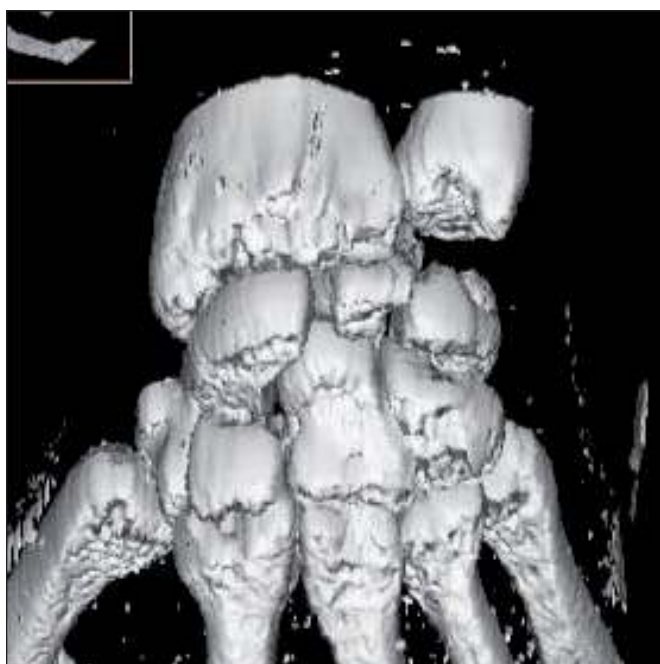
Tomografía computarizada tridimensional preoperatoria, en la que se aprecian subluxación dorsal del escafoides.
